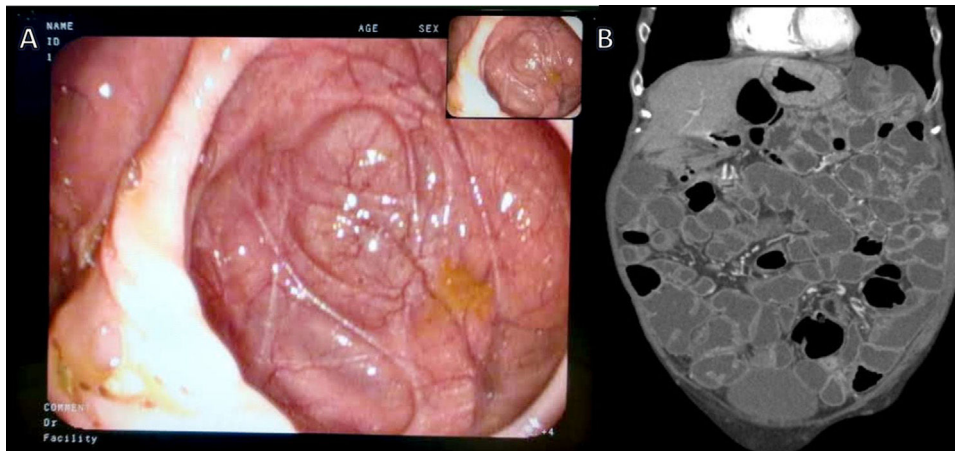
A) Divertículo gigante de 6 cm de *ostium* localizado a nivel de la segunda porción duodenal. A la izquierda se observa la luz duodenal verdadera. B) TC abdominal con contraste intravenoso en el que se observa distensión generalizada de todas las asas de intestino delgado, con contenido líquido en su interior, sugestivo de cuadro de íleo paralítico.
